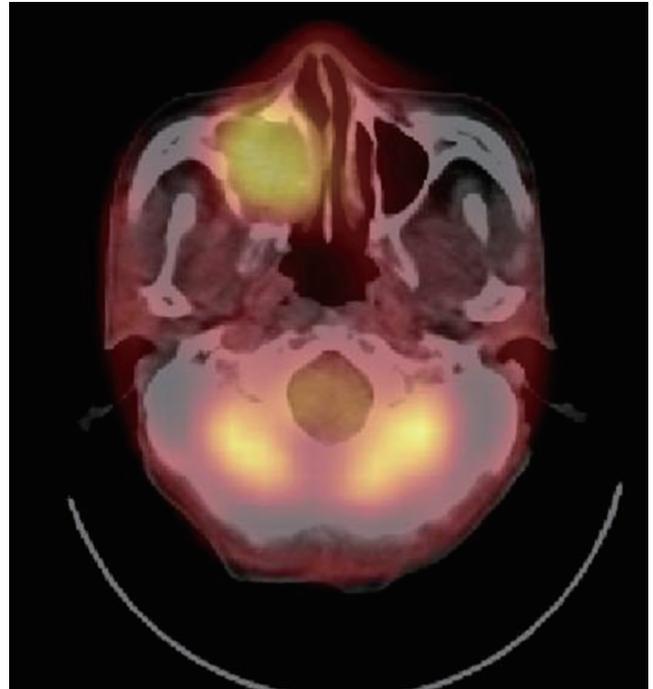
Positron emission tomography/computed tomography scan shows a fluorodeoxyglucose-avid mass in right maxillary sinus.
